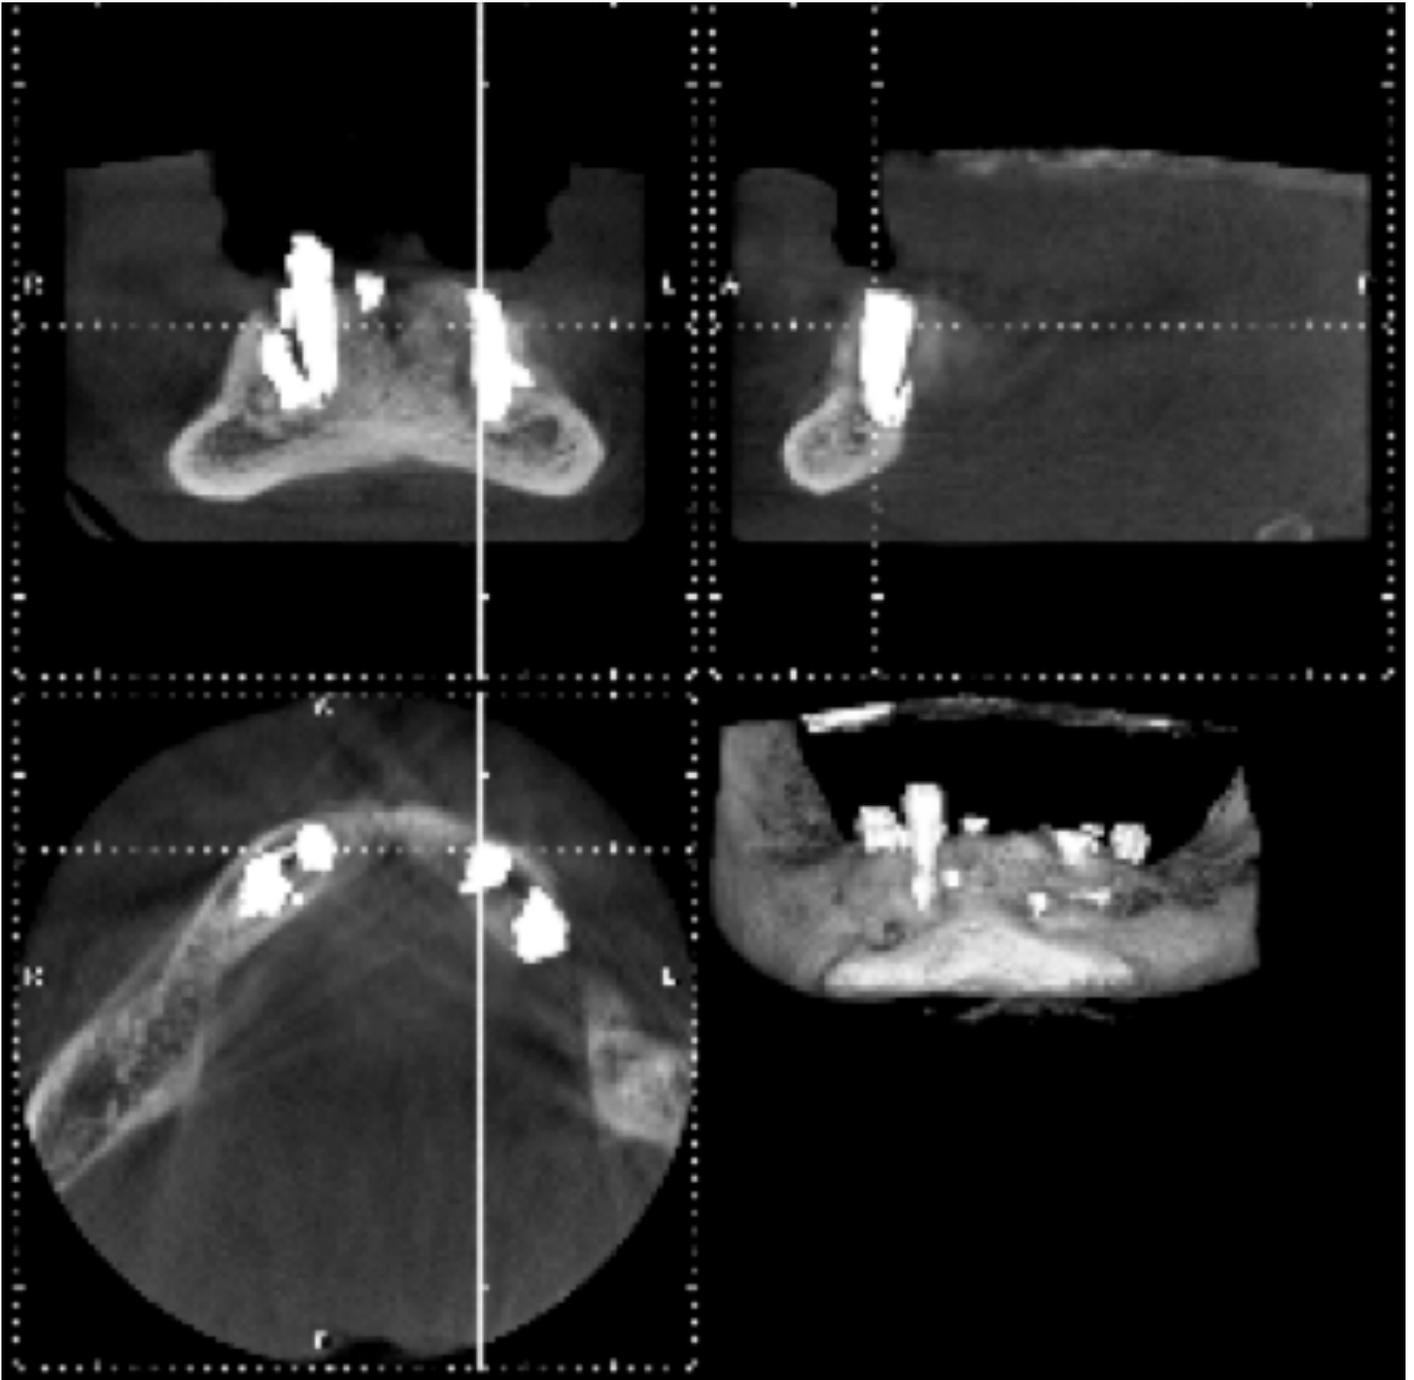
CBCT de control a los 4 meses.
